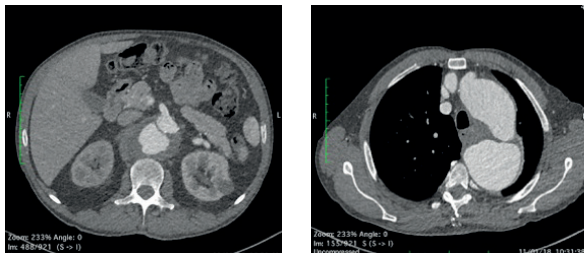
angio TC pré-operatório
